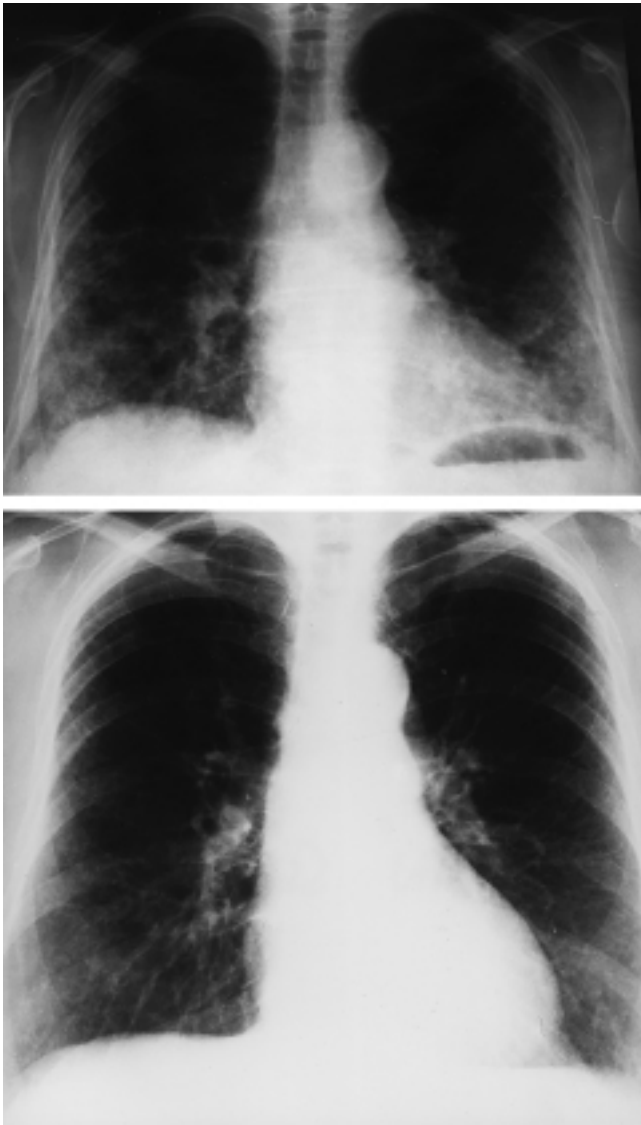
Röntgen-Thorax-Verlauf einer Patientin mit idiopathischer NSIP, der exemplarisch die günstige Prognose verdeutlichen soll. Zum Zeitpunkt der Diagnosestellung (a) beidseitige fleckig-alveoläre, teils auch retikuläre Infiltrate mit hochstehenden Zwerchfellen als Hinweis auf Schrumpfung beider Lungen. Nach 2-jähriger Prednisontherapie (b) vollständige Rückbildung der Infiltrate und der Schrumpfung.
